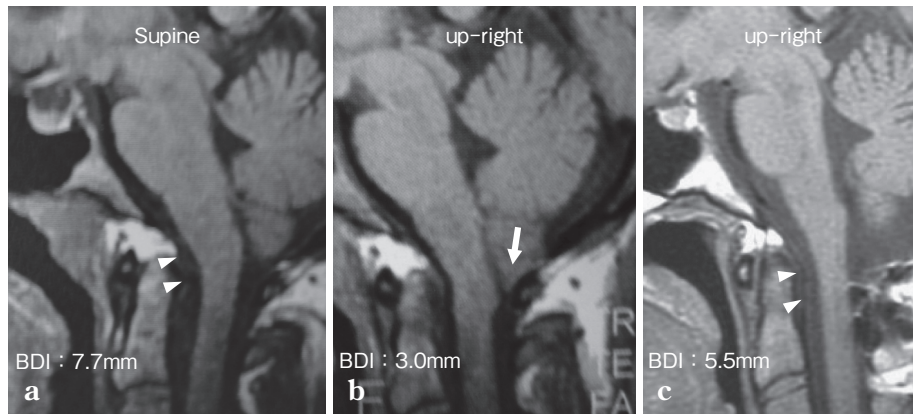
Pre-operative MRI (Supine and up-right) and post-operative MRI
